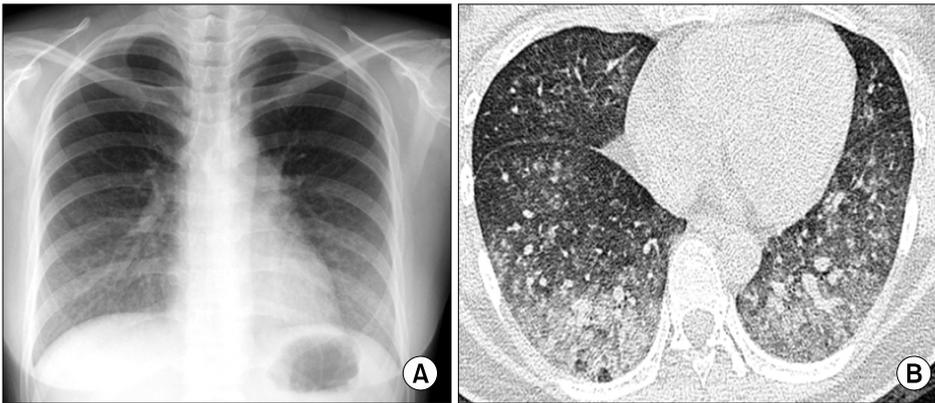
Chest radiograph shows peribronchial nodular increased opacities in both lower lung zones (A). Chest HRCT shows diffuse distribution of nodule and GGO in both mid and lower lung zones (B).
